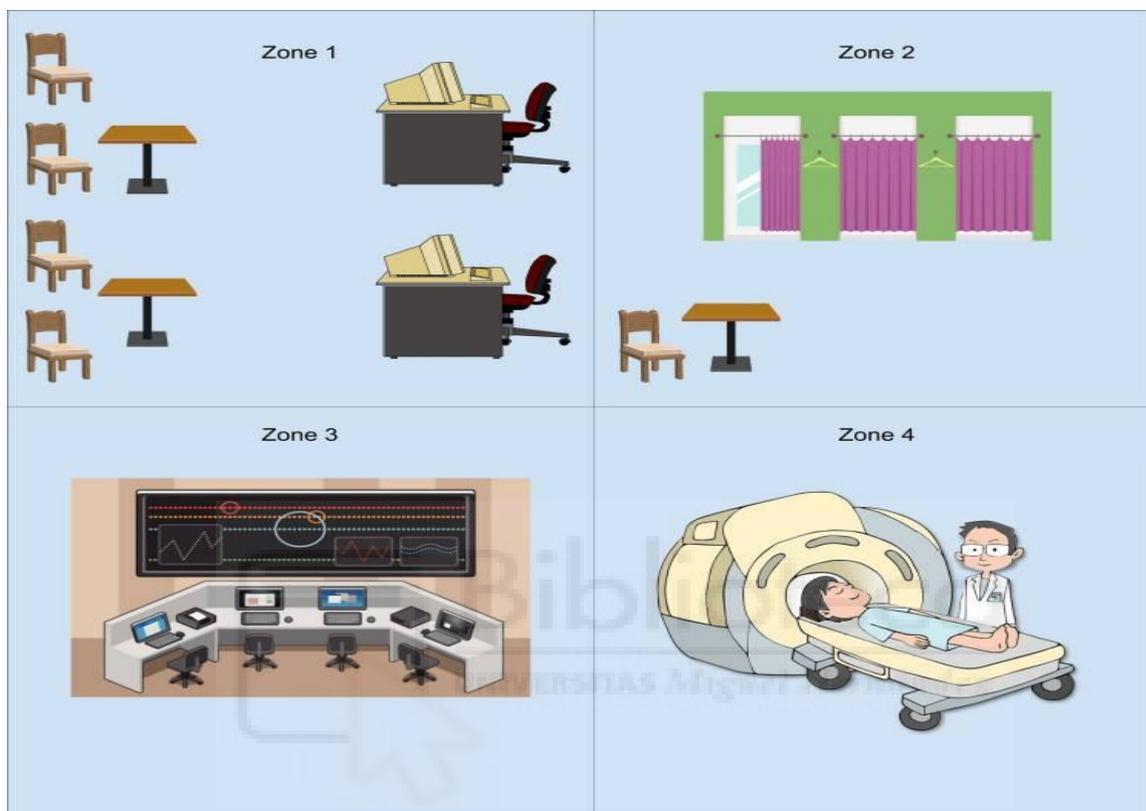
Zonas de división de la Resonancia Magnética.
